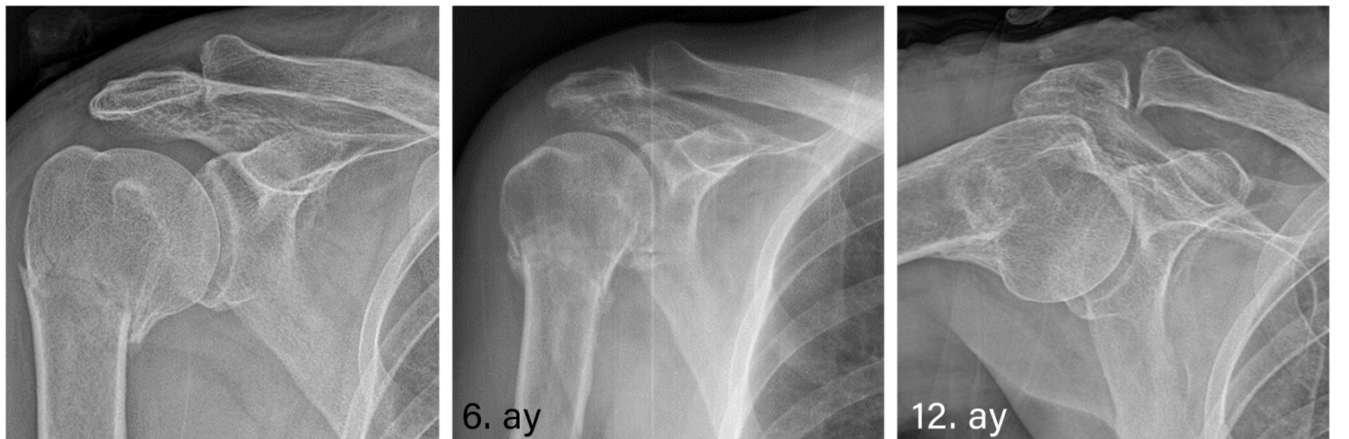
'da normal kaynama, Resim 7'de kaynamama, Resim 8'de varus yanlıř kaynama, Resim 9'da valgus ve tüberköl yanlıř kaynaması görölen hastalarımızın seri röntgenografileri gösterilmektedir.
